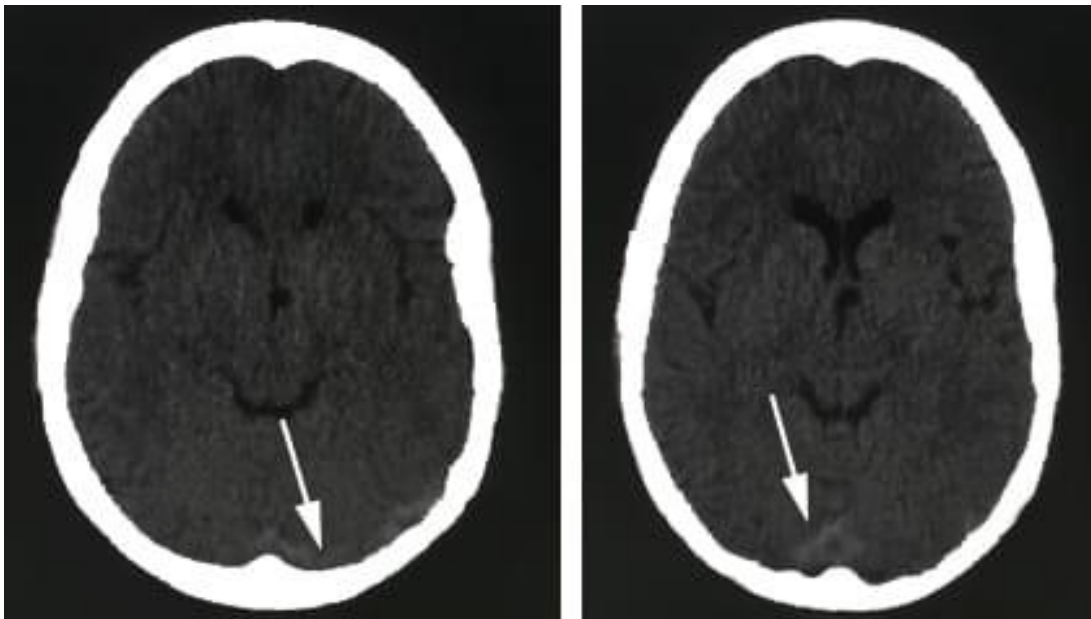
Tomografía craneal simple, axial. La flecha señala la imagen hiperdensa alargada turgente en la proyección del seno transversal izquierdo.
